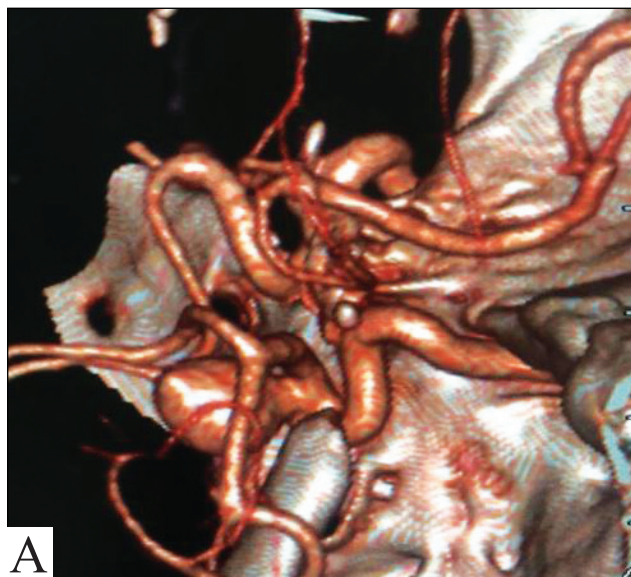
Аневризма внутрішньої сонної артерії: А — мультиспіральна комп'ютерна томографія в ангіографічному режимі; Б та В — церебральна ангіографія до операції; Г і Д — церебральна ангіографія після операції
